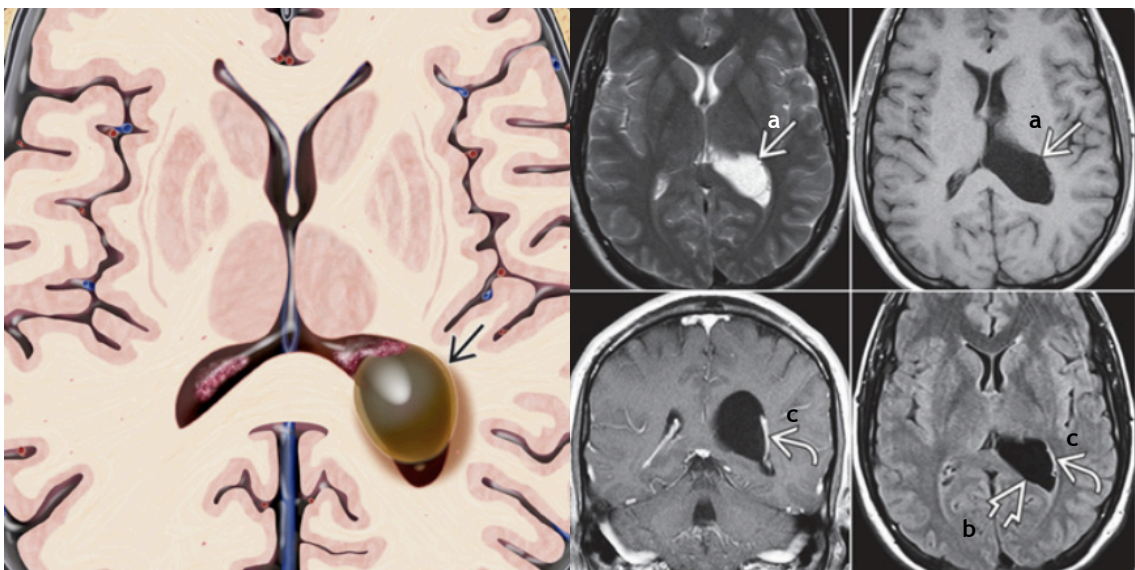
Quisto endimário - (Esquerda) Quisto endimário do ventrículo lateral esquerdo (seta) que contém LCR e desloca o plexo coróide circundante. (Direita) RM mostra que o quisto endimário se comporta como o LCR em todas as sequências (a), sendo suprimido completamente no FLAIR (b). O plexo coróide (c) circundante está deslocado à volta do quisto. (7)
